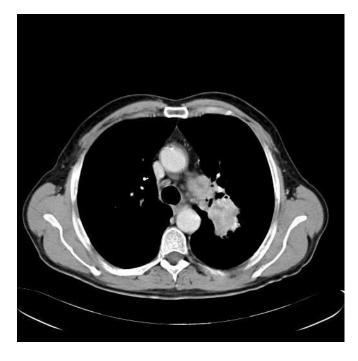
TAC tórax-abdomen: masa tumoral lobulada de 4 cm de diámetro en segmento apicoposterior del lóbulo superior izquierdo (LSI), con amplio contacto con pleura cisural, y adenopatías broncopulmonares y mediastínicas.
